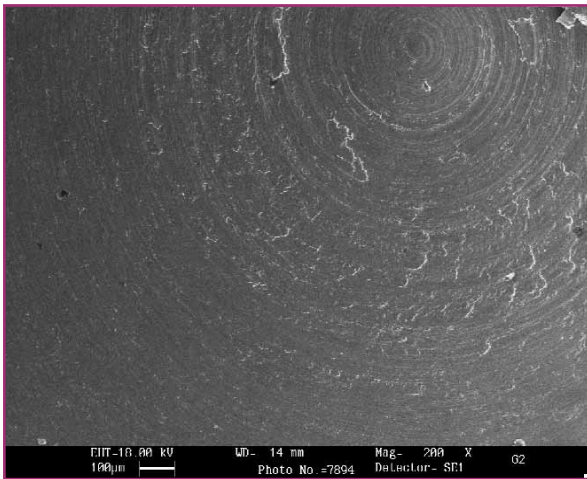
G2CT. Diodo, 2W-CW 15 sec. a contatto con water-spray, SEM 200x.
